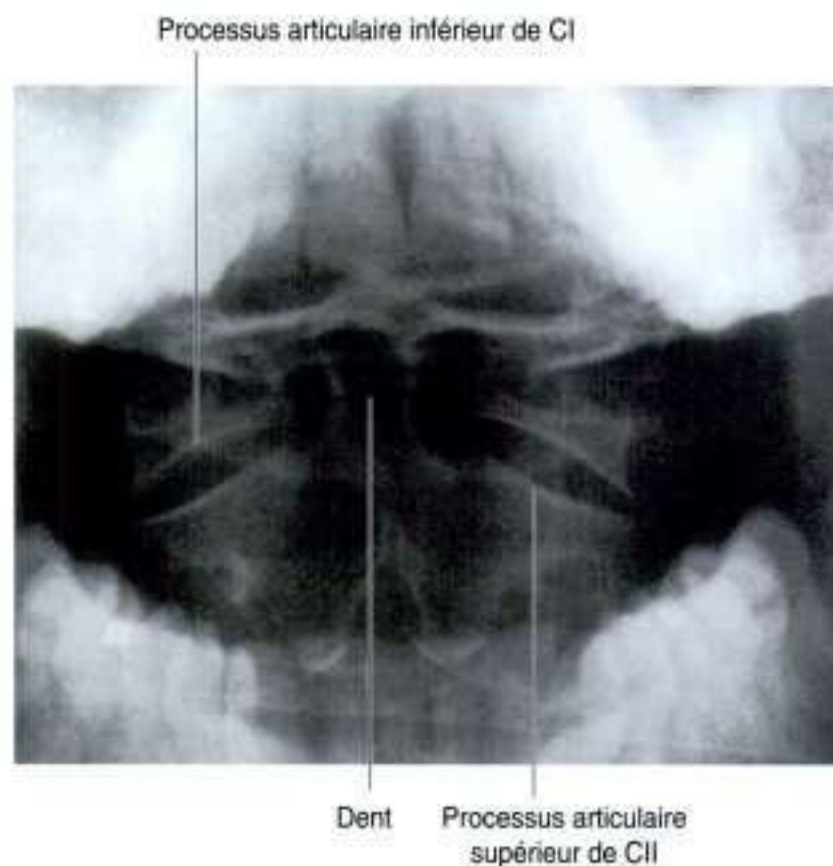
Radiographie montrant les vertèbres C1 (atlas) et C2 (axis) (bouche ouverte, vue antérosupérieure).
